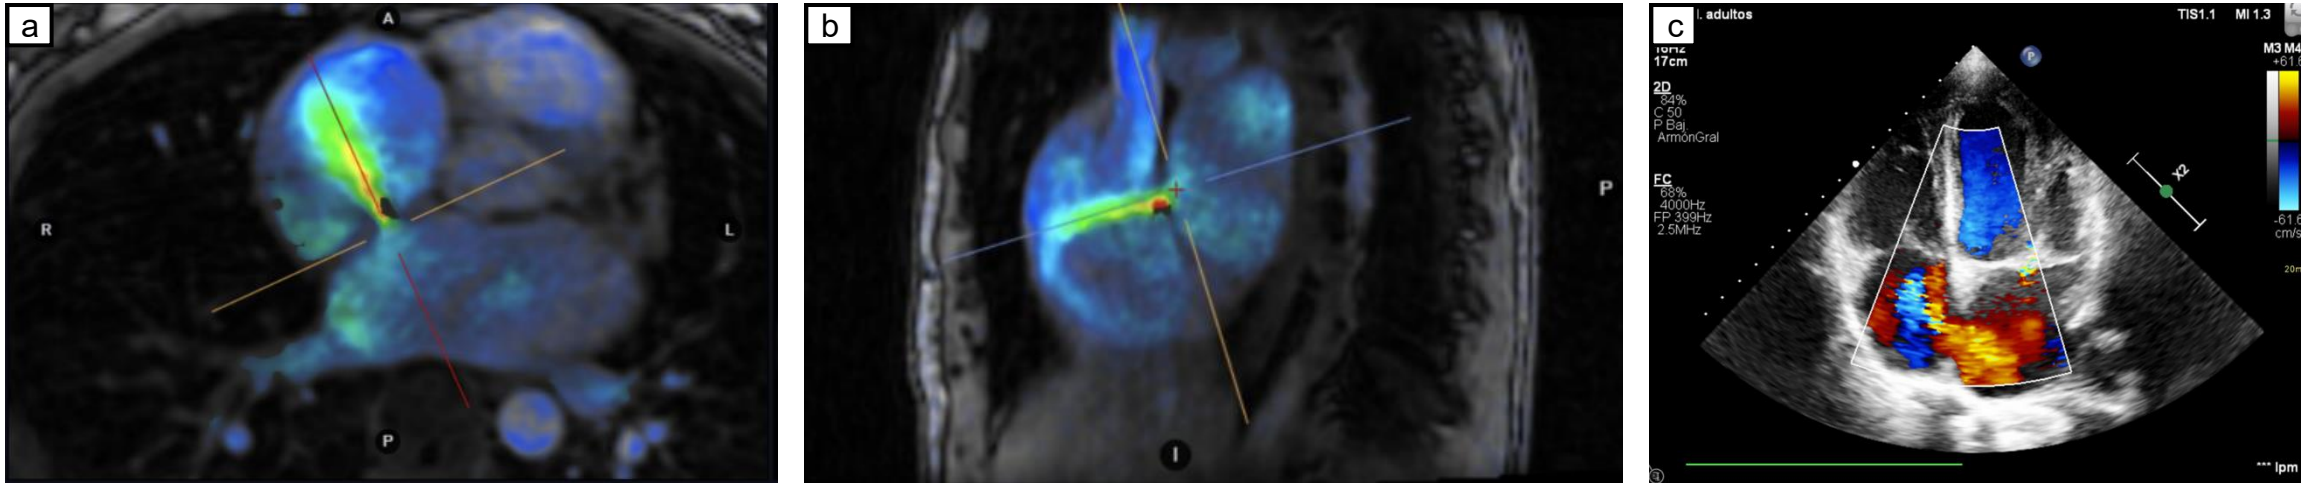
a-b. Secuencia 4D-Flow postprocesada en la que se observa dilatación de ambas aurículas y un chorro compatible con comunicación interauricular (CIA), con cortocircuito izquierda a derecha y Qp/Qs estimado de 1,46. c. Correlación con las imágenes del ecocardiograma transtorácico (ETT) en ventana apical 4 cámaras, en la que se aprecia *jet* interauricular al estudio Doppler color.
